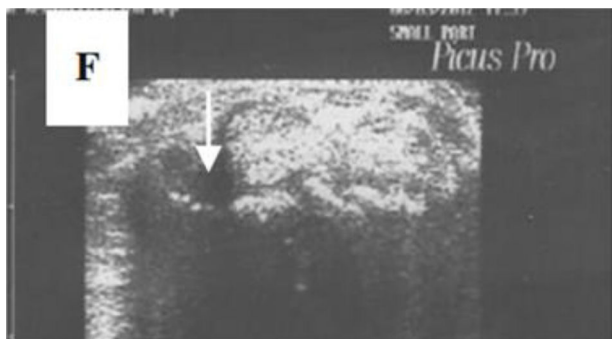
Proyección ultrasonográfica transversal del tendón extensor común a nivel de la muñeca mostrando en escala de grises tenosinovitis en forma de derrame (flecha). Adaptado con permiso de Abdel-Magied et al.⁷⁵.
